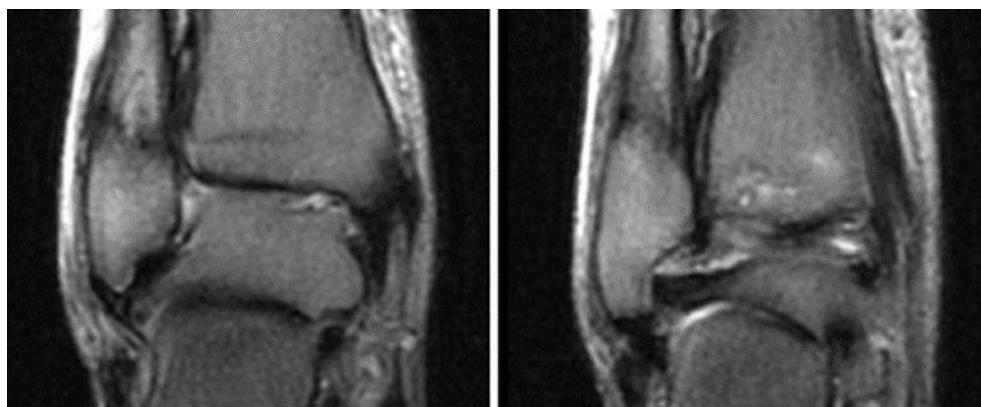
RM corte coronal da TPA dereita
